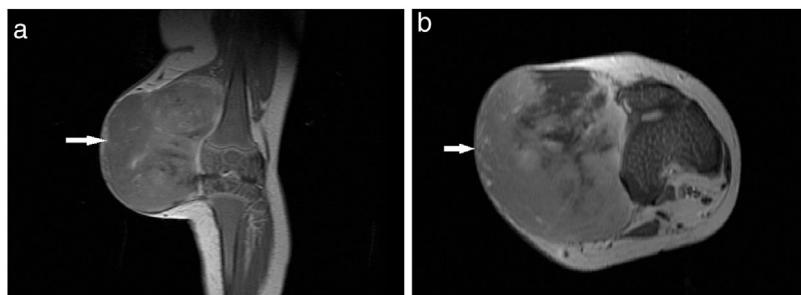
Resonancia magnética nuclear de muslo, evidencia masa en tejidos blandos (flecha blanca). 1A Coronal T1, 1B Axial T1.
